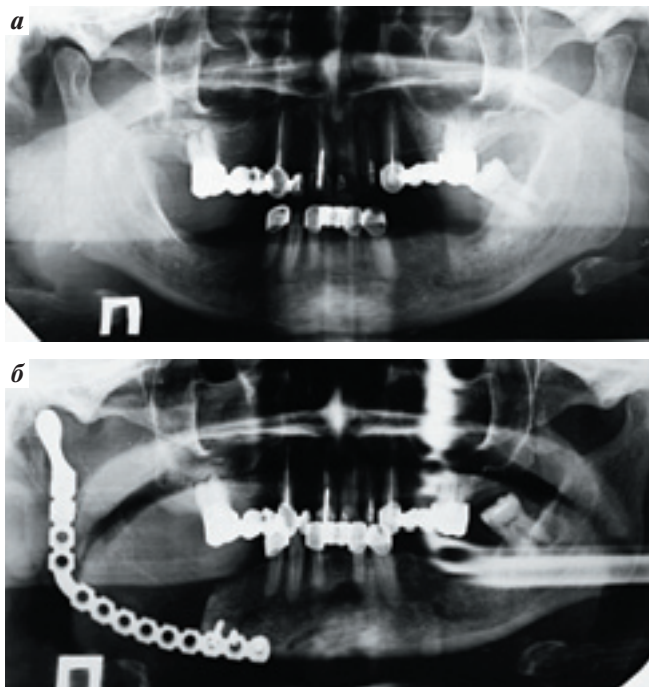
Ортопантограммы до и после операции и рентгеновский снимок в прямой проекции. На ортопантограмме до операции (рис. 7а) определяется мягкотканная тень от опухоли околоушной слюнной железы. На ортопантограмме после операции (рис. 7б) имеется артефакт от реконструктивной пластины. На рентгенограмме после операции (рис. 7в) видно положение реконструктивной пластины относительно лицевого скелета
